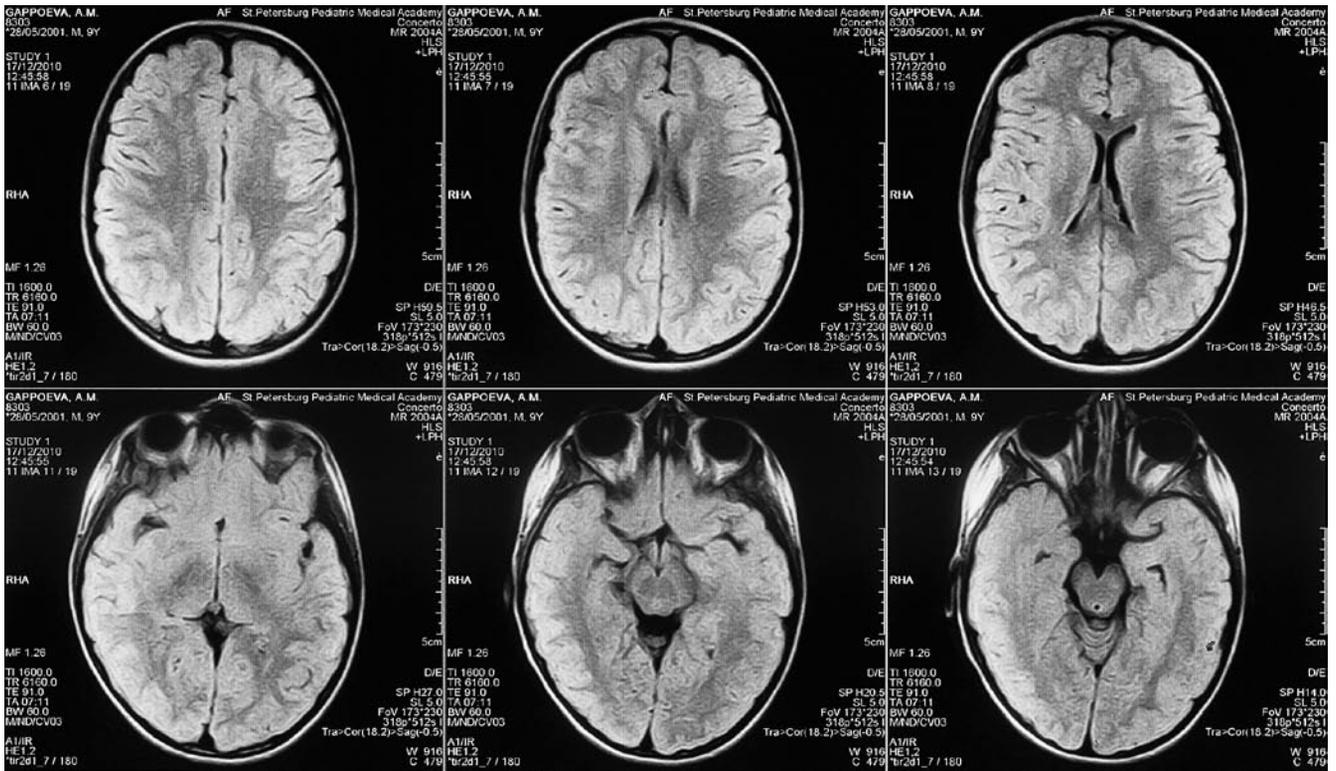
Перивентрикулярные изменения белого вещества на МРТ в острый период
